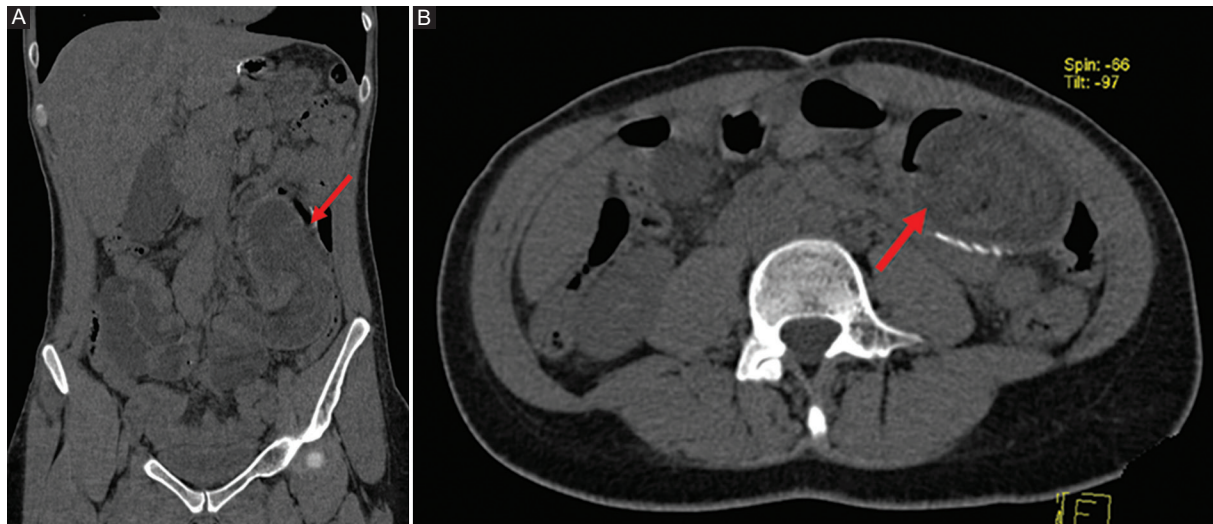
Tomografía computarizada simple de abdomen. Evidencia de intususcepción a nivel de la anastomosis yeyuno-yeyuno (flecha). A: corte coronal. B: corte transversal.
